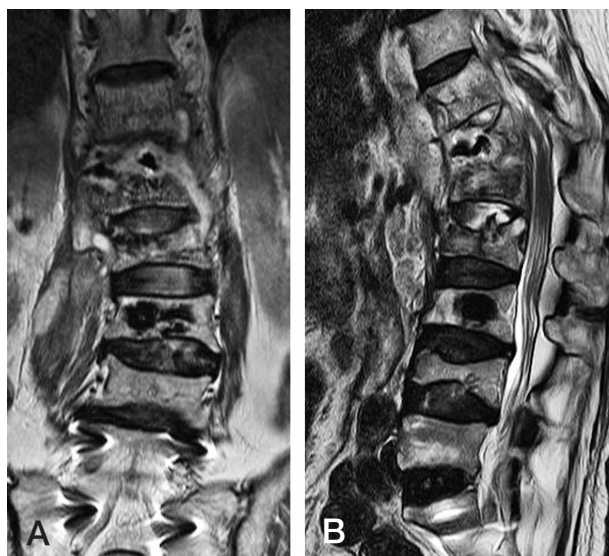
MRI images show a few cement masses floating in the T12 body surrounded by fluid collection (A-C).
